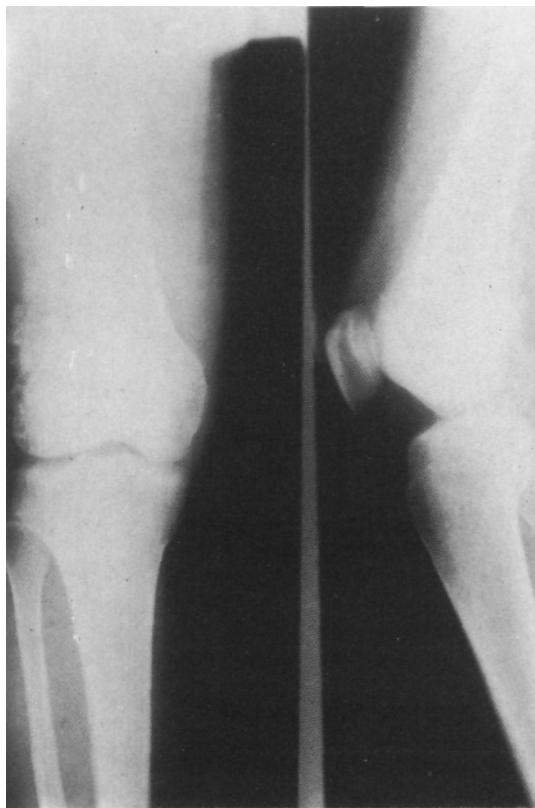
Radiografía de rodilla con imagen lítica excéntrica metafisoepifisaria, con compromiso cortical.
